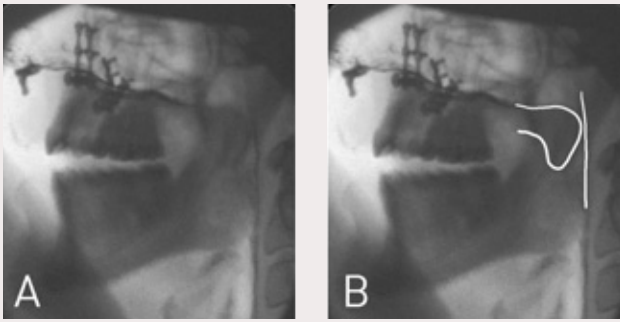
Videoradiografisk undersökning av talfunktion i sidoprojektion. Mindre velofarynxinsufficiens. Velum når inte ända fram till den bakre svalgväggen efter att patienten genomgått Le Fort I-osteotomi med framflyttning av maxillan för att förbättra käkrelationerna. Följden har blivit ett hypernasalt tal.
